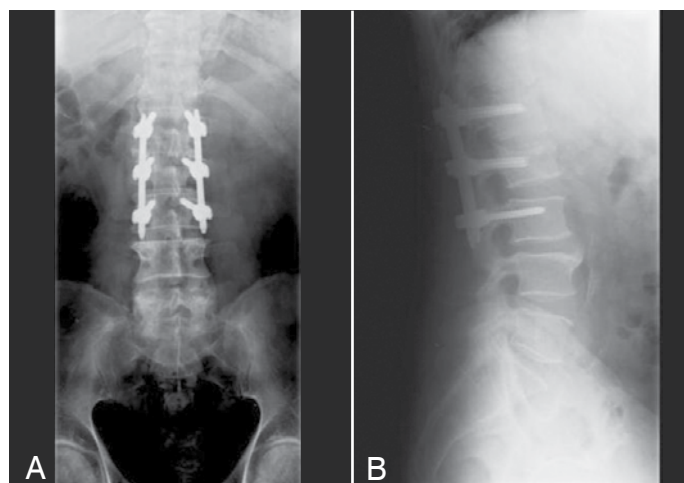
Radiografia pós-operatória: A) Face; B) Perfil.
